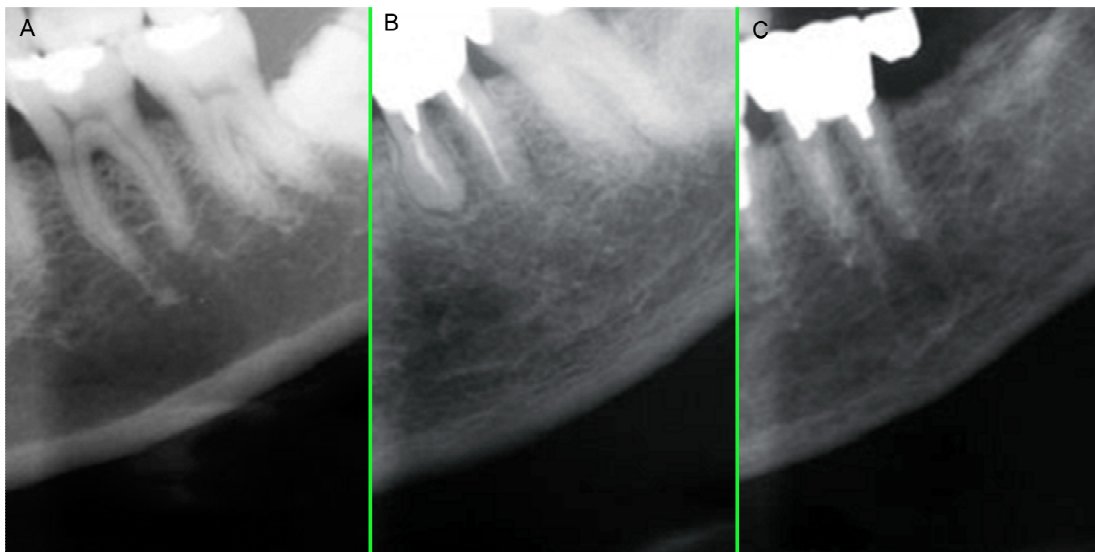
Classificação qualitativa da cortical mandibular (C) em radiografia panorâmica de mulheres pós-menopausa. C1: Cortical normal; C2: Cortical com erosão leve a moderada; e C3: Cortical com erosão acentuada (Fonte: Taguchi, 2010).
